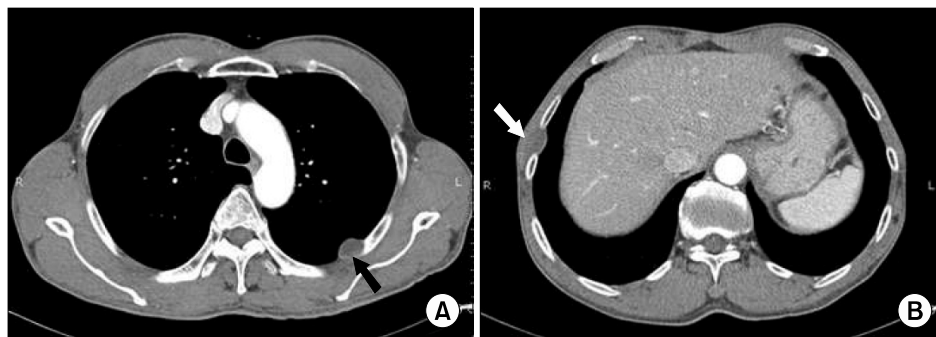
Chest computed tomography of the presented patients show soft and oval shape homogenous low density mass at the intercostal area, protruding to lung (A). Lower right chest area same density mass are detected in the pleura which is protruded toward subcutaneous tissue (B).
